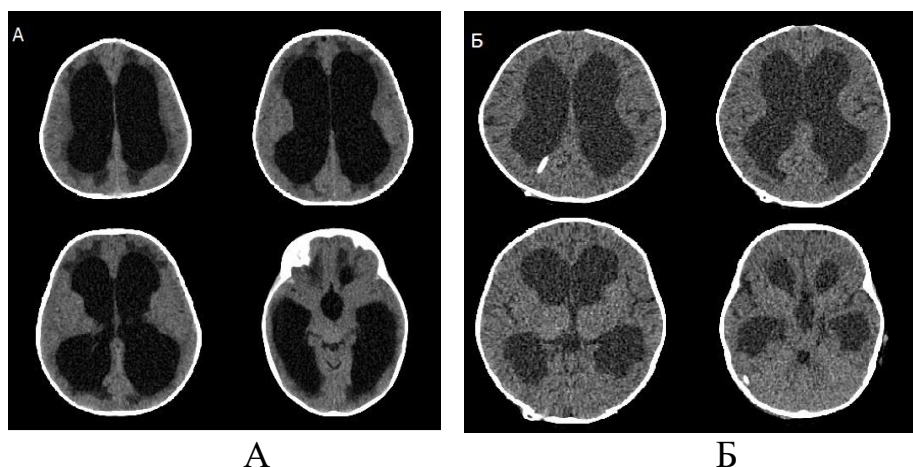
СКТ головного мозга. Наблюдение № 43, больная Н., 2 года, история болезни №640-10. Д-з: Декомпенсированная поствоспалительная гидроцефалия. А — до операции; Б — после ВПС. Заключение: уменьшение венрикуломегалии
